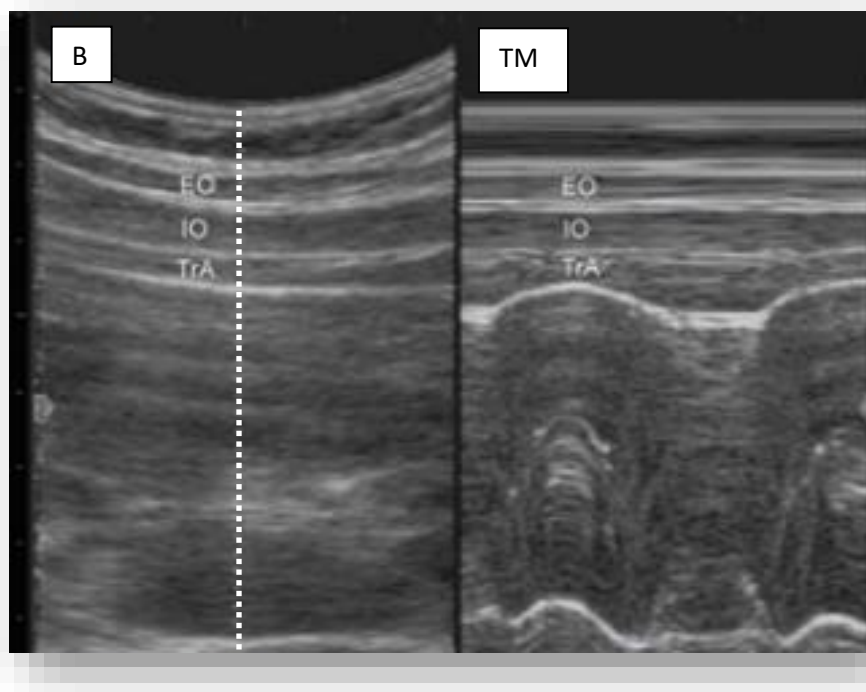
échographies en mode B et mode TM, Whittaker et al. (2007) ^[11].
